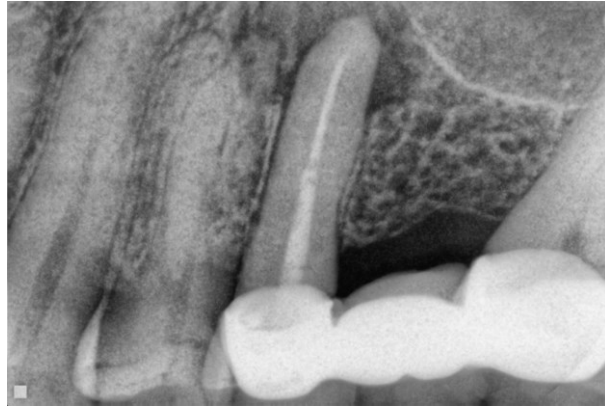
Radiografía inicial (2006)
